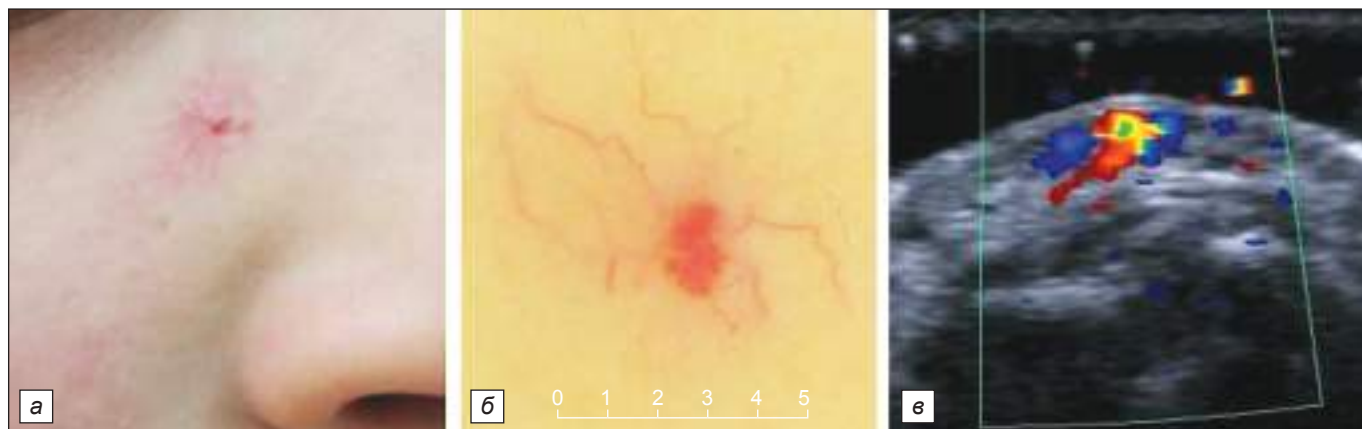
Примеры диагностических исследований у пациента Ф., 9 лет: а – общий вид ПАКА в области правой щеки: локальная эритема в центре с петехиальным элементом в виде слегка выпуклой красной точки, вокруг которой расположены тонкие извитые розовые сосудистые структуры; б – дерматоскопия ПАКА: при увеличении чётко визуализируется центральная расширенная артериола, около 1 мм в диаметре, с отходящими от неё извитыми нитевидными сосудами; в – УЗИ с ЦДК: в толще кожи определяется сосудистое образование, представленное мелкими капиллярами с единичным подходящим снизу сосудом, не более 0,5 мм; скорость кровотока 15–20 см/с.
